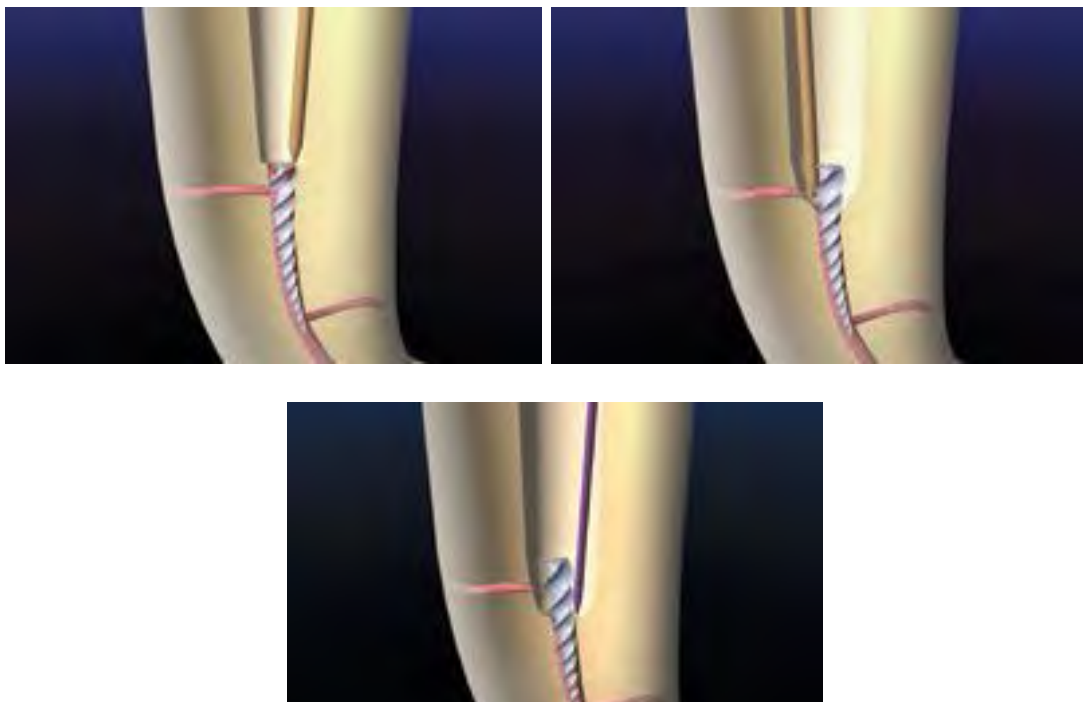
Muestra en secuencia el desgaste circunferencial realizado por la punta de ultrasonido alrededor del instrumento fracturado. Tomado de: RUDDLE J C. Nonsurgical retreatment. *J Endod* 2004; 30(12): 827-45
